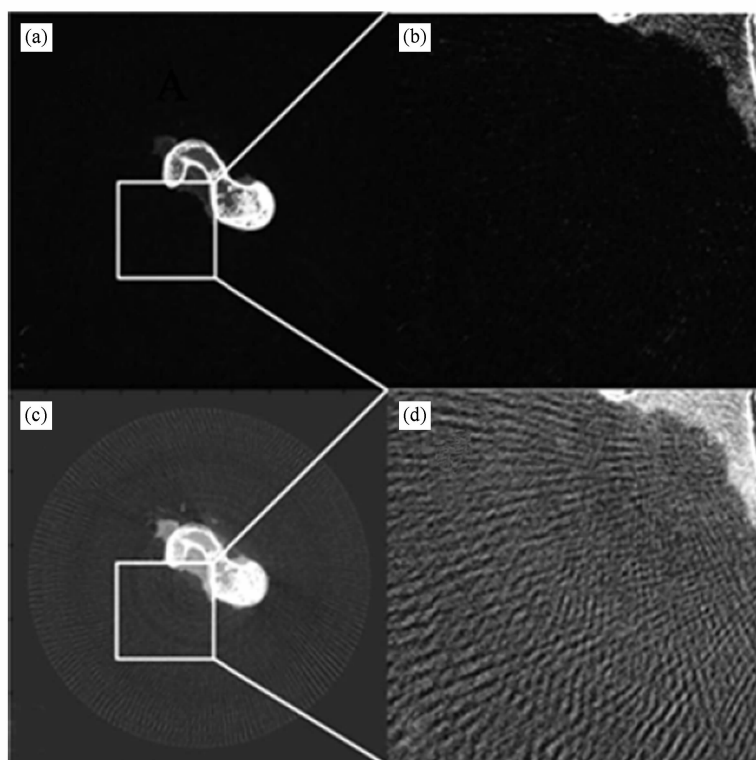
(a)消除伪影后的切片数据;(b)是(a)局部放大后的结果;(c)是重建的CT切片数据;(d)是(c)局部放大后的结果,可以看出伪影消除的效果很好
